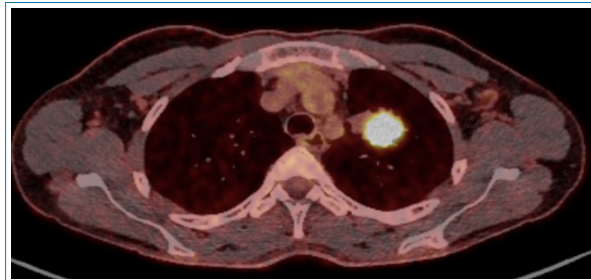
PET-TC (febrero 2025) con empeoramiento metabólico de la lesión pulmonar, sugestivo de recidiva.
